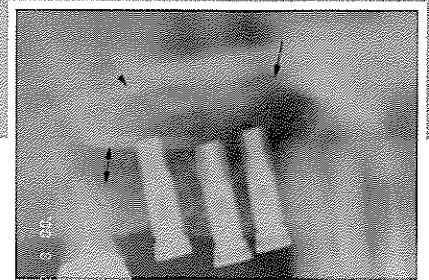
수술 후 방사선 사진. 15mm 길이의 AVANA 임프란트 3개가 식립되었으며 양호한 치유를 보이고 있다. (화살표: 이식된 하악골편의 모습)
